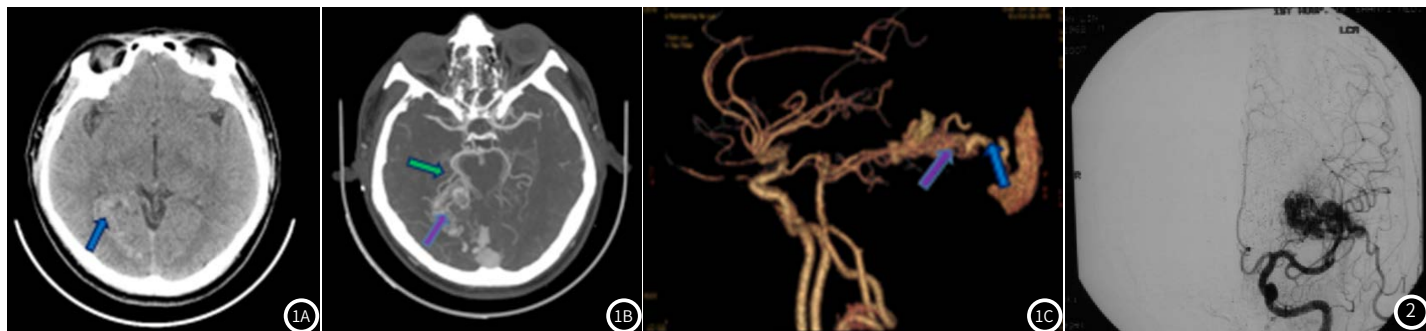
CT平扫图像。图1A 示右枕叶脑沟内见条带状高密度影(箭头); 图1B 颅脑CTA示右侧大脑后动脉增粗, 远端与右侧枕部紊乱、迂曲扩张血管团, 可见网状血管沟通(箭头); 图1C VR示迂曲、扩张静脉血管影, 粗大静脉(箭头)流入窦汇及右侧横窦。图2 DSA图像。
